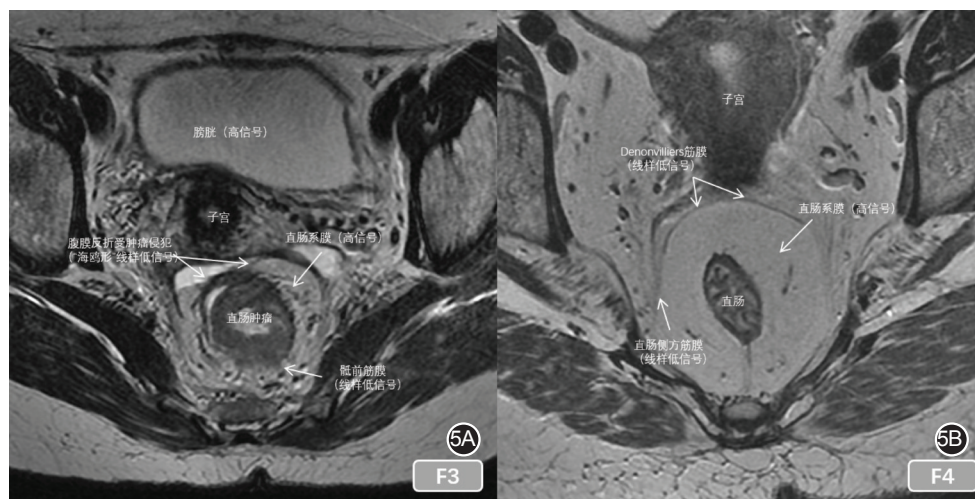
一女性患者高分辨MRI(小扫描视野横断位T2WI)快速恢复快速自旋回波序列中,腹膜反折和Denonvilliers筋膜显示特征 5A.腹膜反折呈“海鸥”样线性低信号影;5B.Denonvilliers筋膜前方与子宫颈和阴道后壁毗邻
